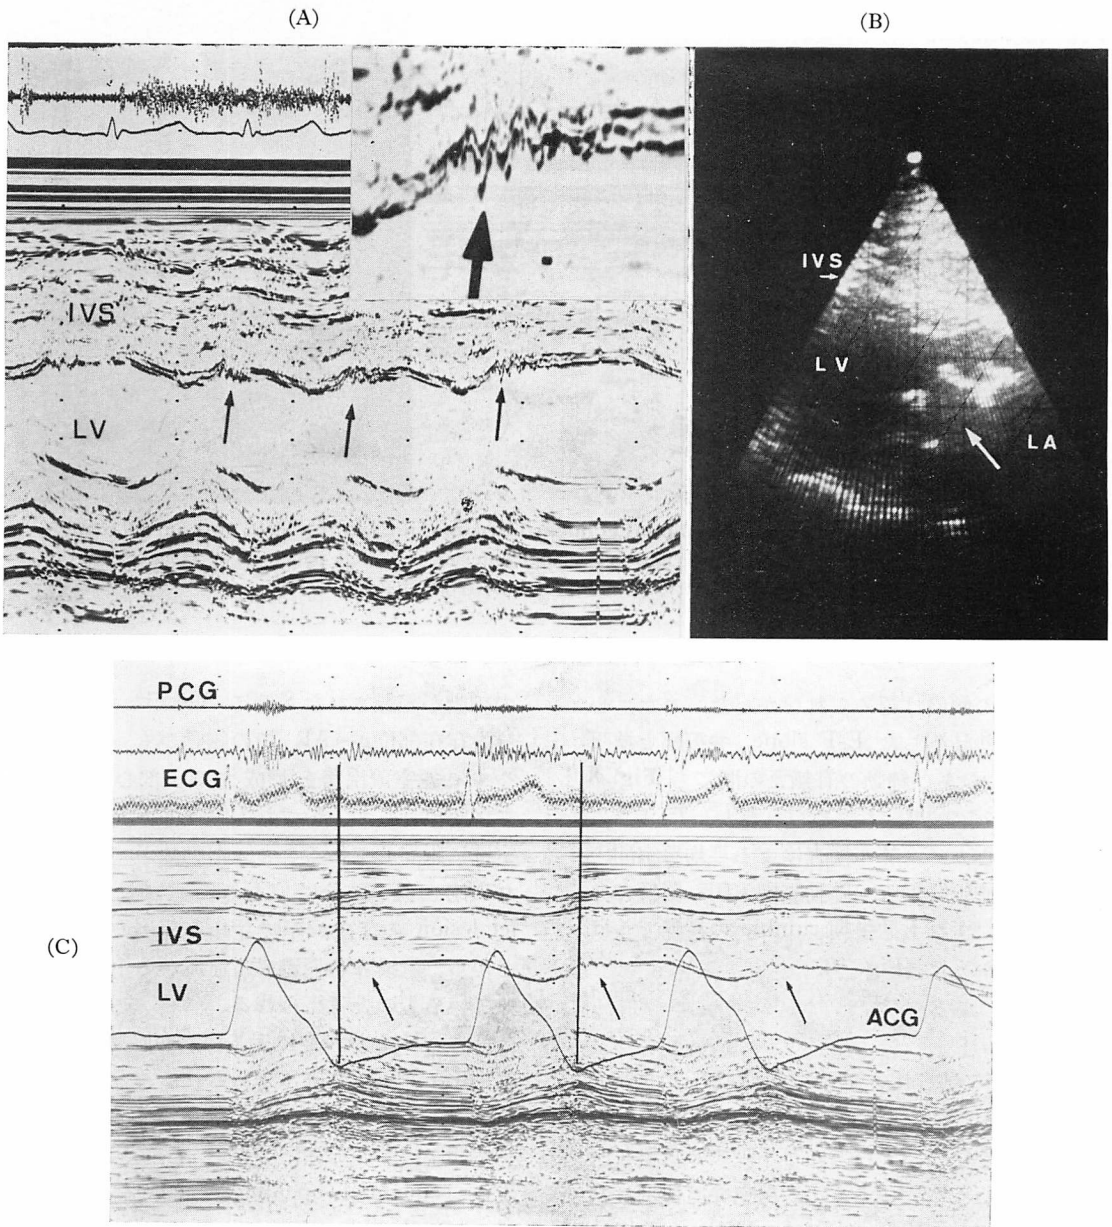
M-mode and two-dimensional echocardiograms in Case 13 (MVR+AVR, 37-year-old female).
